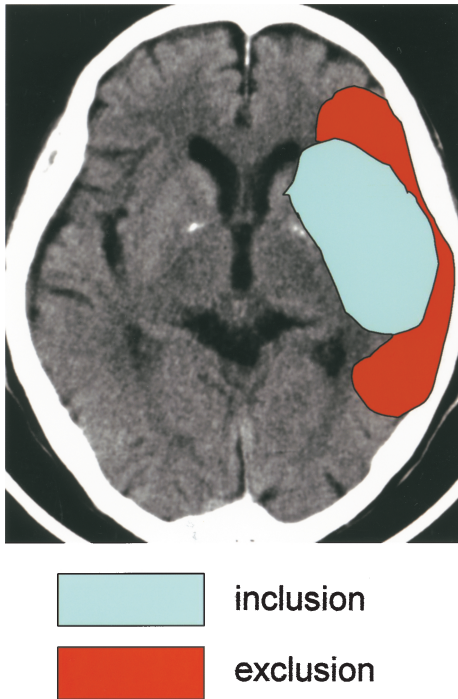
MELT-Japan CT criteria
